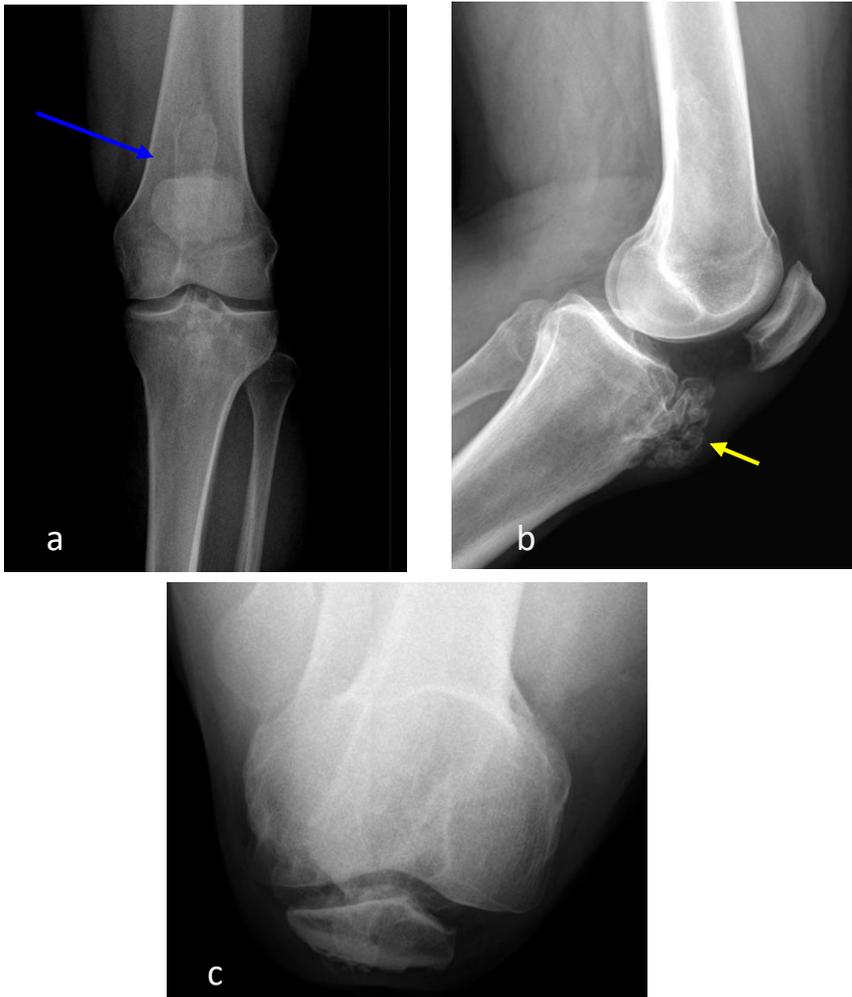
Radiografía de rodilla izquierda incidencias a. frente. b. sagital. c. axial de rótula. Lesión con aspecto de exostosis pediculada, proyectada en la TAT, asocia múltiples calcificaciones en las partes blandas sobre y por encima de la TAT (flecha amarilla), con signos de engrosamiento del tendón rotuliano. Se observa además una imagen esclerosa intramedular de bordes netos en la región diafisometafisaria distal del fémur (flecha azul).
